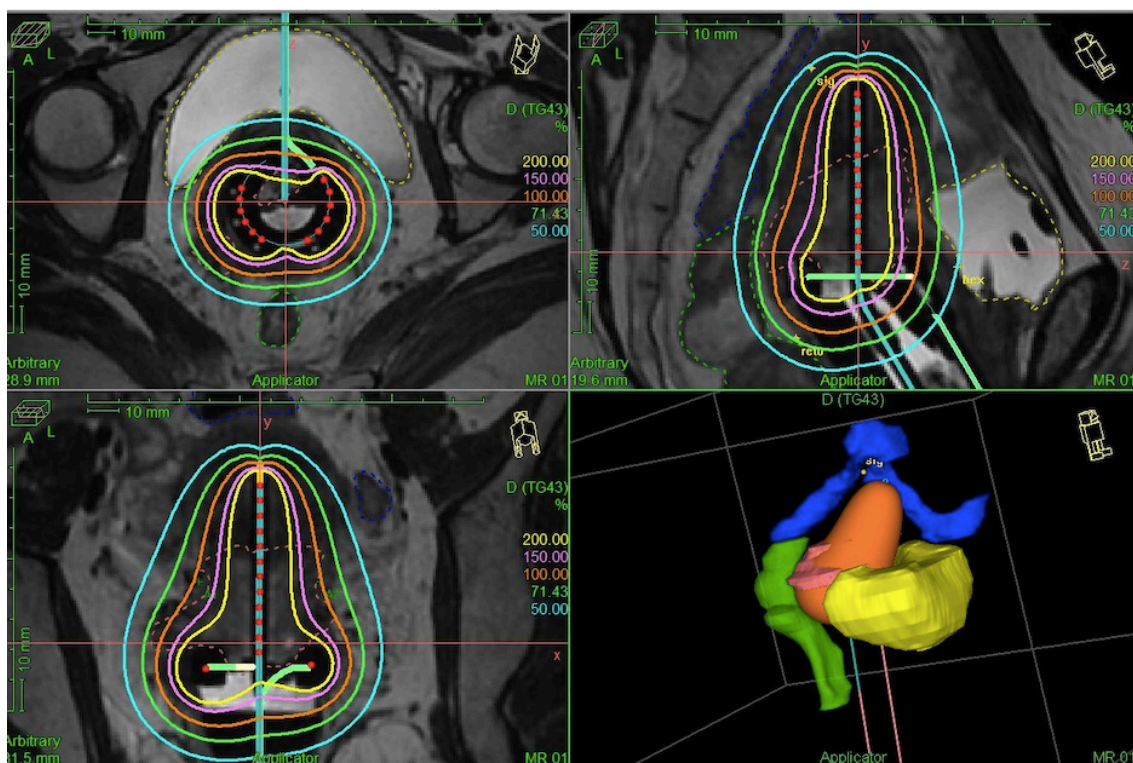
Planejamento da BT3D. Ressonância magnética em corte axial, com o aplicador (sonda intrauterina e anel) inserido, com visualização dos órgãos e suas correlações anatômicas. Fonte: Arquivo Pessoal.
